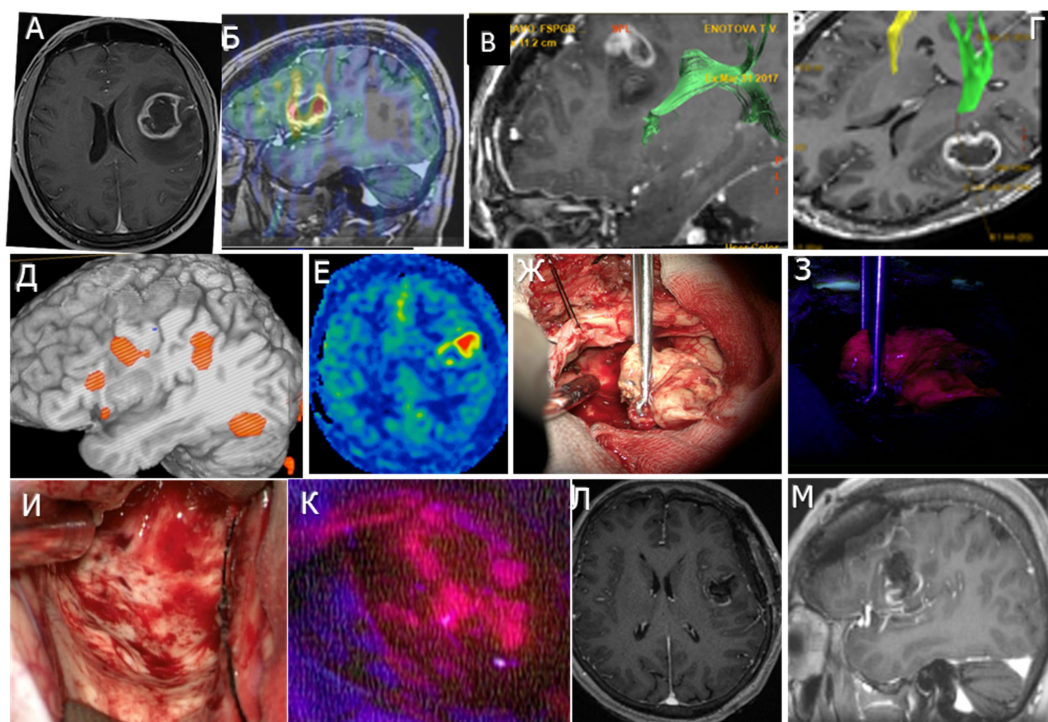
Клиническое наблюдение 3. А - МРТ с контрастированием аксиальный срез, T1 режим; Б - МРТ сагиттальный срез в T1 режиме, совмещение с ASL перфузией; В – МРТ- трактография аркуатного пучка, находится вблизи опухоли, часть волокон в лобной порции тракта не простираются (зона отека-инfiltrации); Г - МРТ трактография с построением пирамидного тракта, тракт вне опухоли; Д - дооперационное обследование с выполнением фМРТ (картирована зона Брока); Е - ASL перфузия показывает повышенный кровоток у опухоли; Ж - интраоперационная фотография в белом свете; З - интраоперационная фотография в режиме BL 400, основной узел опухоли ярко флуоресцирует; И – интраоперационная фотография в белом свете - вид полости после удаления основной части опухоли, при электрической стимуляции в ложе получены нарушения речи, резекция остановлена; К – интраоперационная фотография в режиме BL 400, отмечается остаточная флуоресценция в ложе в зоне инfiltrации; Л - послеоперационное МРТ в T1 режиме с контрастированием – субтотальное удаление контрастируемой части опухоли, аксиальный срез; М - послеоперационное МРТ в T1 режиме с контрастированием, сагиттальный срез.
